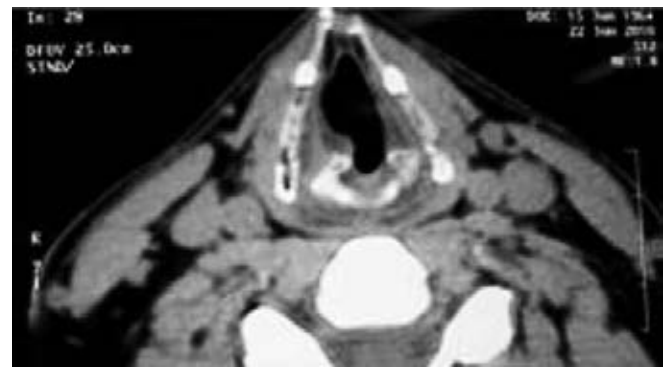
TC de cortes axiales. Fase simple que muestra desplazamiento supraglótico derecho con bordes mal definidos.
